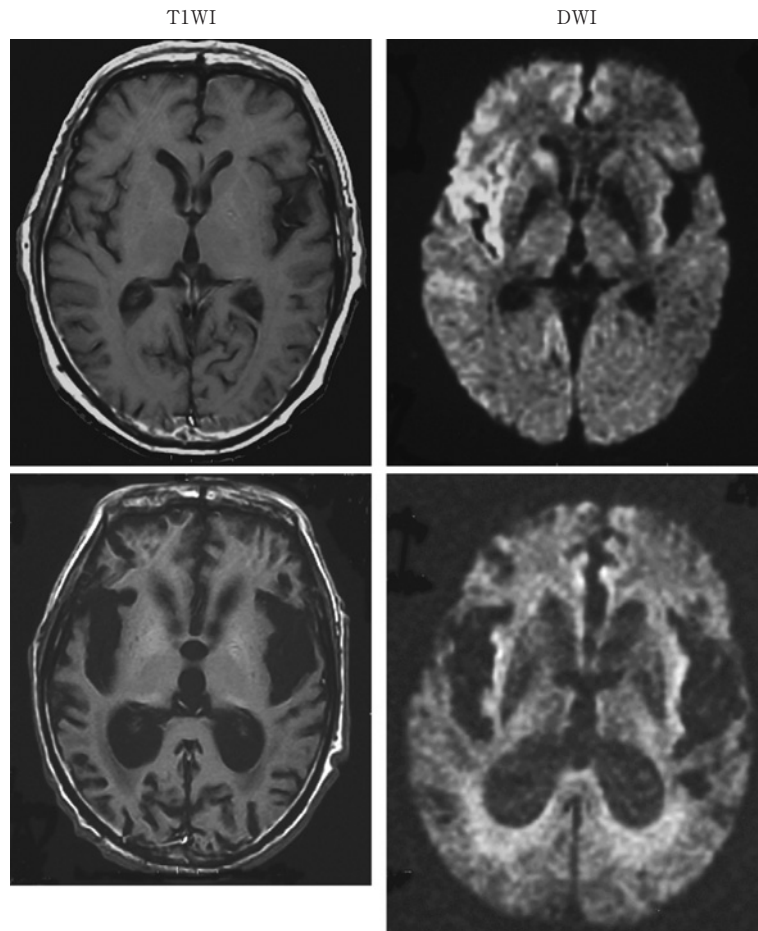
MRI images of sporadic classic CJD. Asymmetrical hyperintensity of basal ganglia and cortical ribbon is seen in MRI of patients (upper panels of DWI). In later stage, hyperintensity of white matter is detected in some patients.
